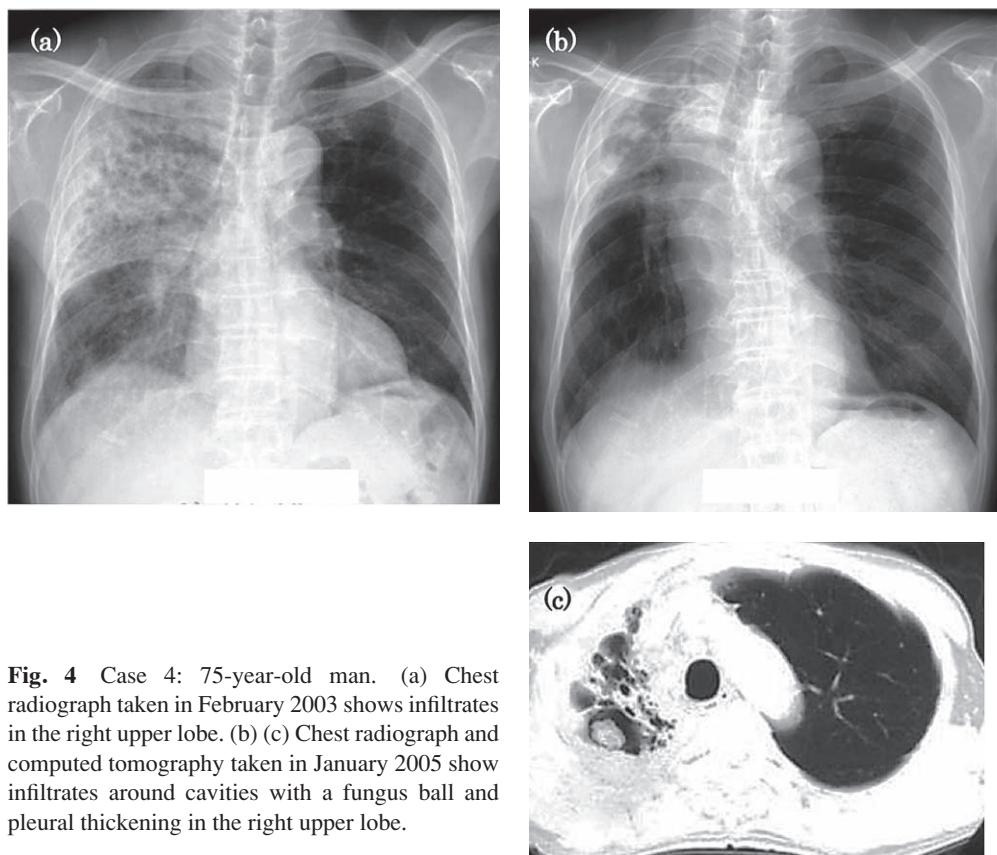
Case 4: 75-year-old man. (a) Chest radiograph taken in February 2003 shows infiltrates in the right upper lobe. (b) (c) Chest radiograph and computed tomography taken in January 2005 show infiltrates around cavities with a fungus ball and pleural thickening in the right upper lobe.
